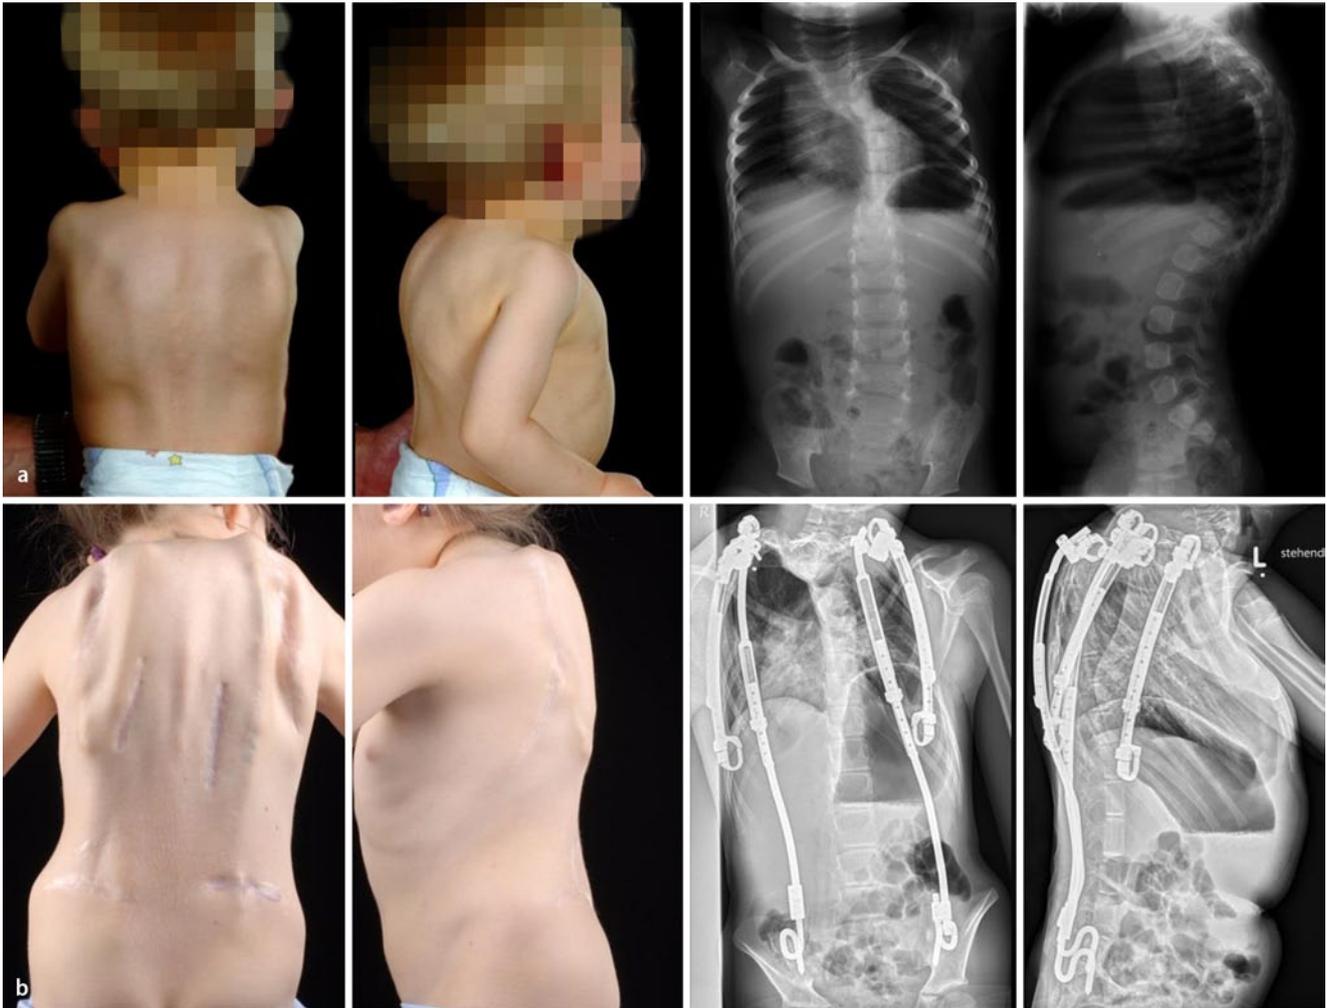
▲ Patientin mit idiopathischer Kyphoskoliose. a Klinische Bilder und Röntgenaufnahmen präoperativ; b klinische Bilder und Röntgenaufnahmen nach 22 Folgeoperationen 11 Jahre nach Indexoperation. Auch mit der Weiterentwicklung auf VEPT II mit der Möglichkeit zur Konturierung der kranialen Stabenden und Verwendung von zusätzlichen Ablegern und seriellen Rippenhaken kann die hochthorakale Kyphose nicht adäquat kontrolliert werden
